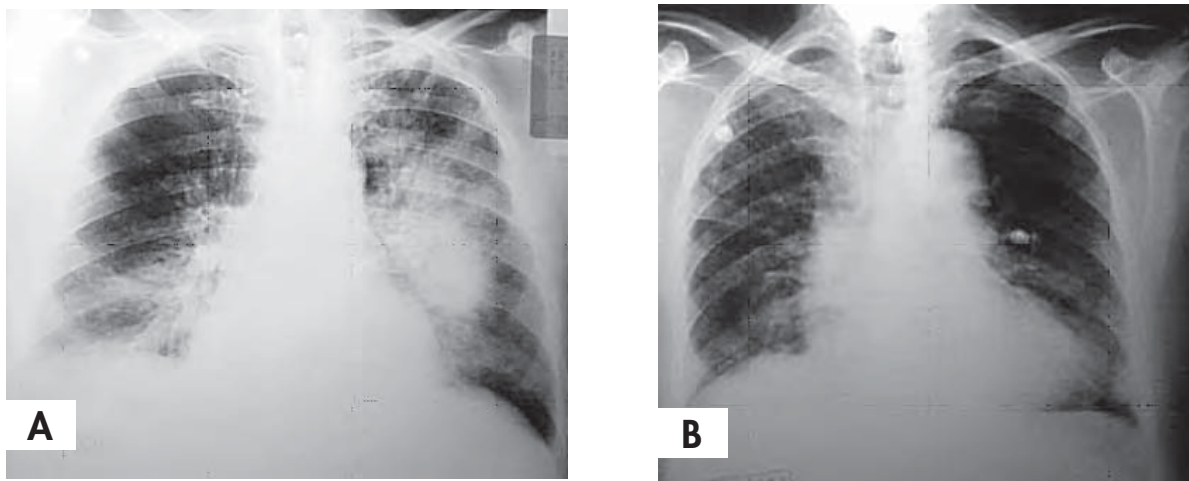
/6A. Radiografía de tórax de paciente con edema agudo de pulmón con componente alveolar.
